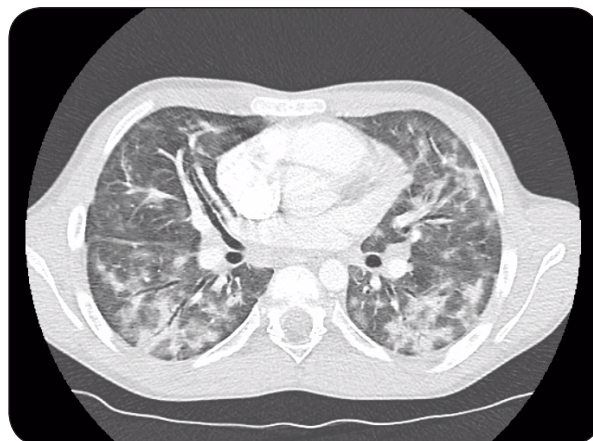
CT scan thoracique en coupe axiale. Multiples infiltrats condensants pseudo-nodulaires, de topographie péri-broncho-vasculaire extensifs avec tendance à la confluence. Absence d'épanchement pleural ou péricardique.
